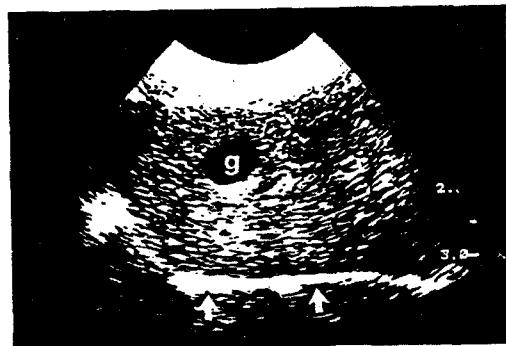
정상 간장의 초음파상으로서 횡격막과 인접 폐장으로부터 나오는 반사성의 에코를 나타낸다(큰 화살표). 간장실질은 다수의 비반사성 에코로 인해 점상으로 나타난다. 담낭(g)은 담즙내에는 음향 계면이 없으므로 무에코(검은)이다. 담낭을 지난 위치의 간장실질은 초음파가 담낭을 통과하면서 투과성이 증강되어 다른 곳(작은 화살표)보다 약간 더 에코성으로 나타나는데, 이러한 현상을 음향증강이라 한다.
